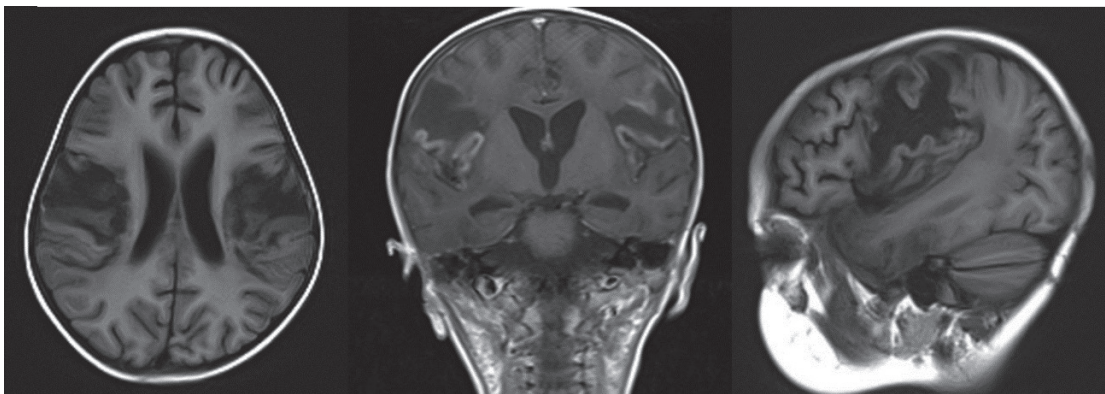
Resonancia cerebral simple y contrastada donde se observa lesiones bilaterales y simétricas, parietales y tálamicas.
